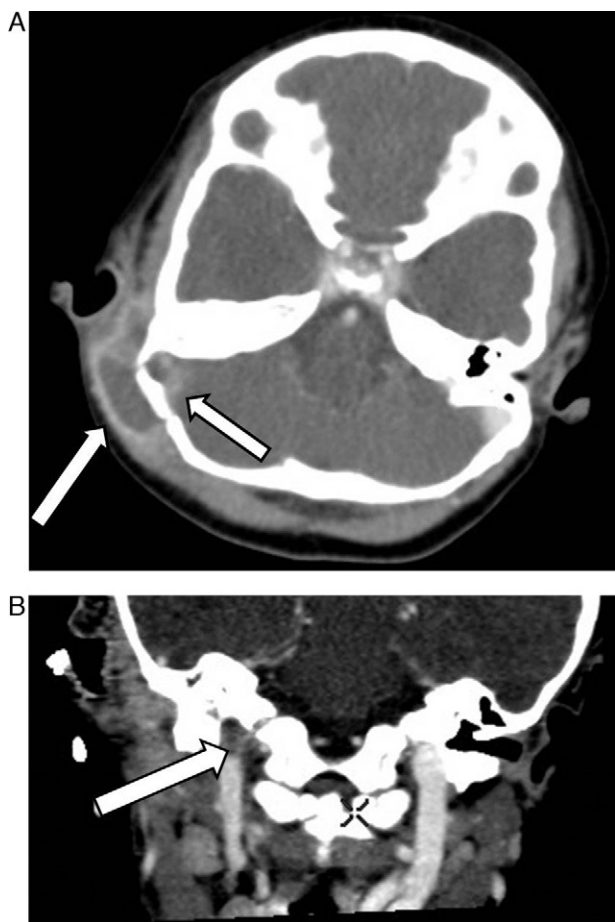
A) TC craneocervical con contraste: se aprecia absceso subperióstico con mastoiditis derecha y trombosis del seno sigmoideo derecho. B) TC craneocervical con contraste: se aprecia trombosis de la confluencia del seno sigmoideo hacia la vena yugular interna derecha.
